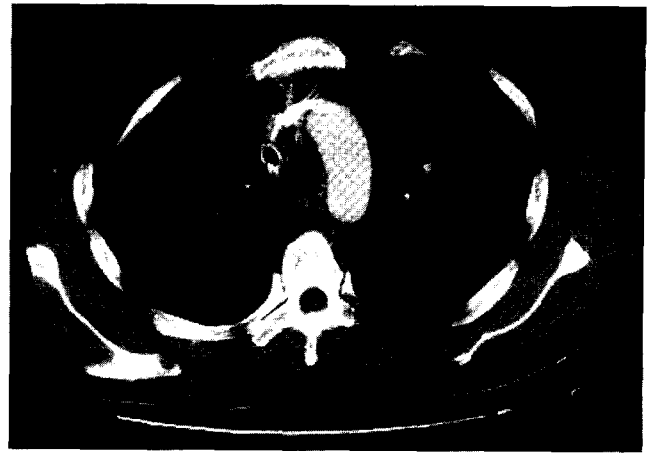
post-op chest CT in patient 1 Markedly improved state with disappeared findings of mediastinal abscess & soft tissue swelling.
